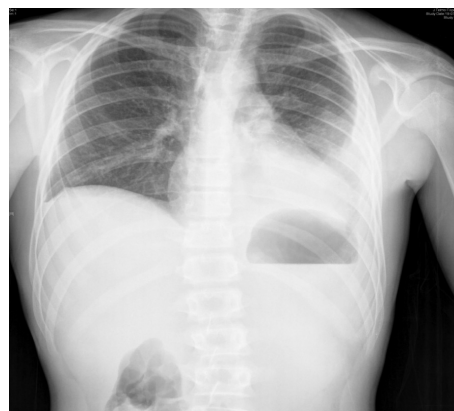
• Radiografia torácica realizada em D11 de internamento, mostrando derrame pleural à esquerda
